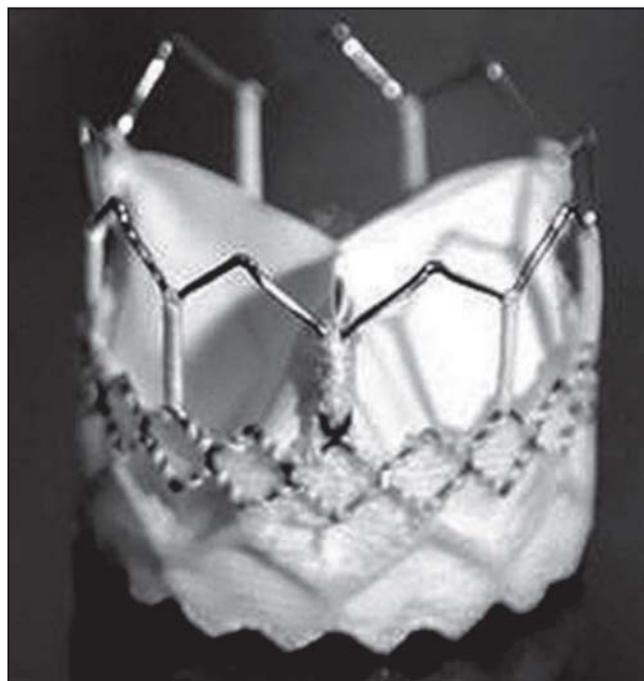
Баллон-расширяемый клапан для транскатетерной имплантации со створками из ПТФЭ - «МедЛАБ - КТ».
